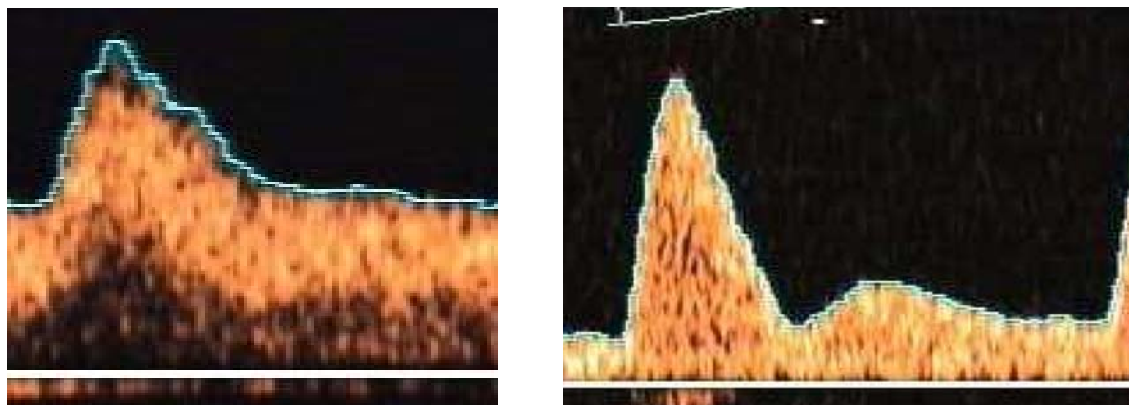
Допплеросонографическая картина A. uterina во втором триместре при нормальной маточно-плацентарной перфузии с высоким диастолическим потоком и низким сопротивлением сосудов (слева) и при нарушенной плацентации с постсистолической инцизурой и неизмененным высоким сопротивлением сосудов (справа)
